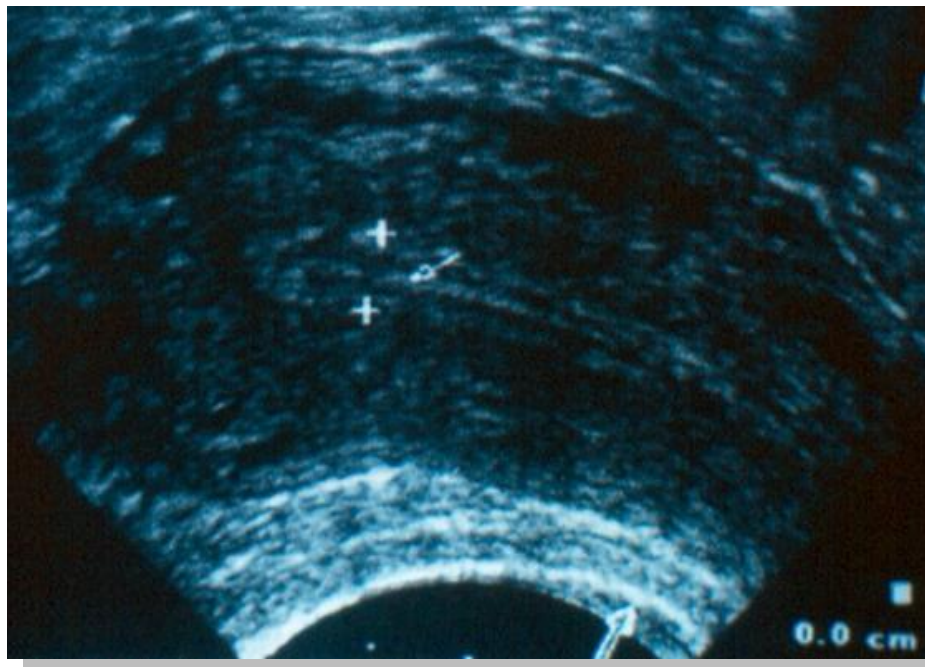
Ecografía transvaginal que muestra endometrio en fase proliferativa tardía.
